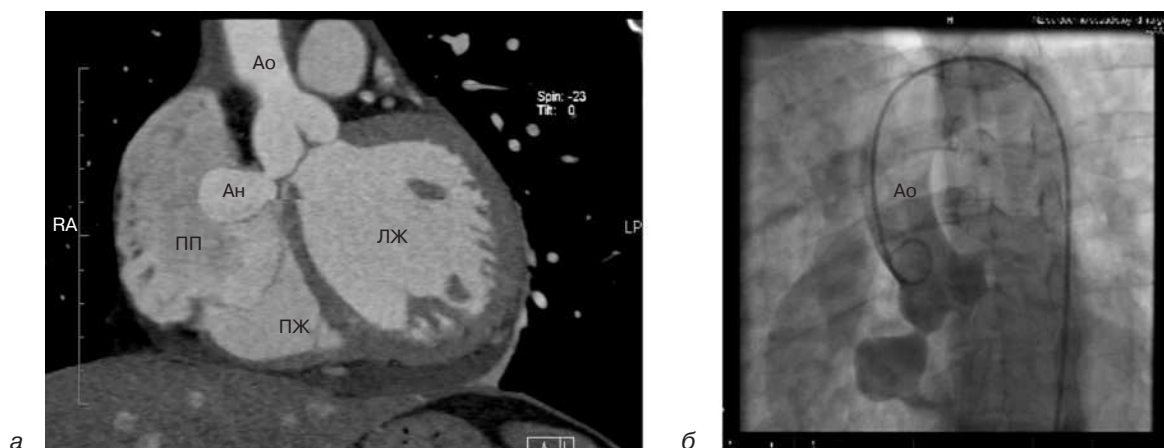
Компьютерная томограмма и ангиограмма пациентки В.:
